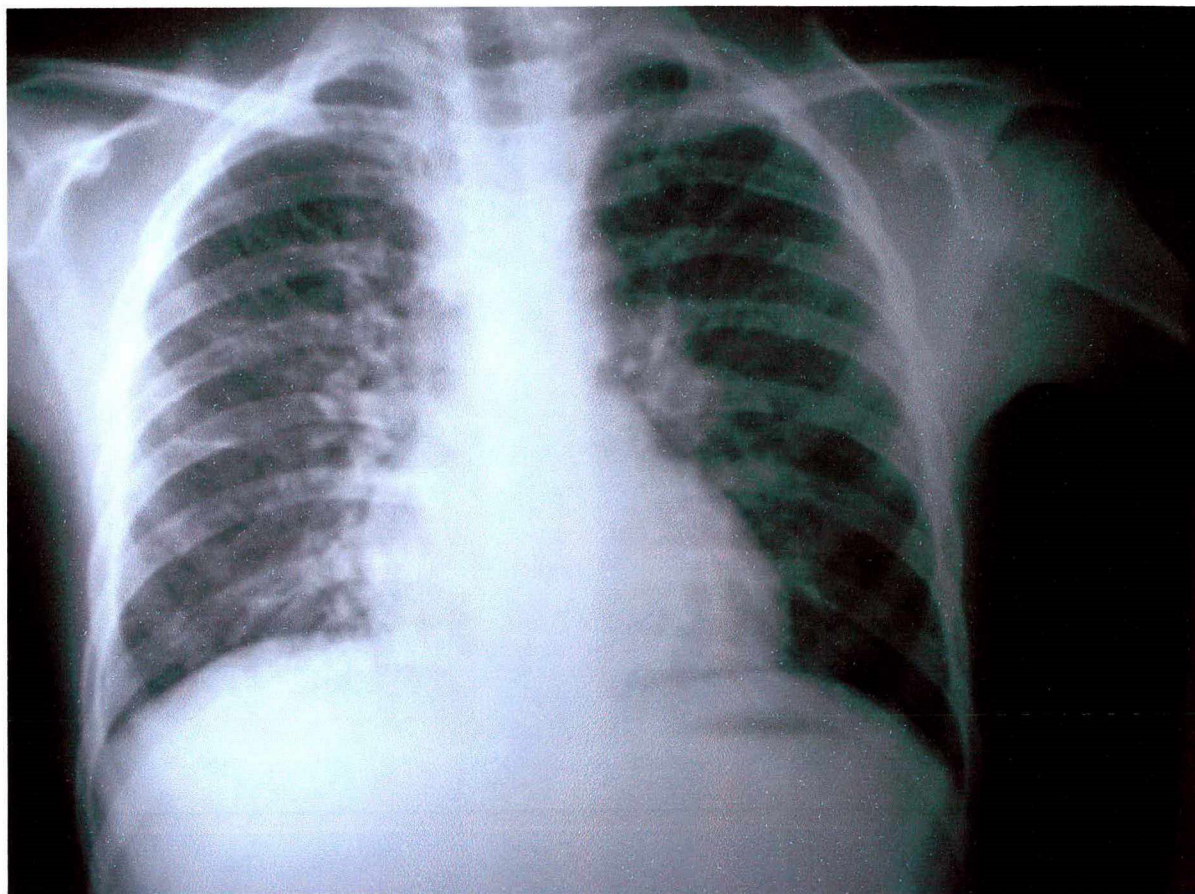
Radiografia realizada em 25/10/2004, demonstrando infiltrado intersticial discreto à direita.
